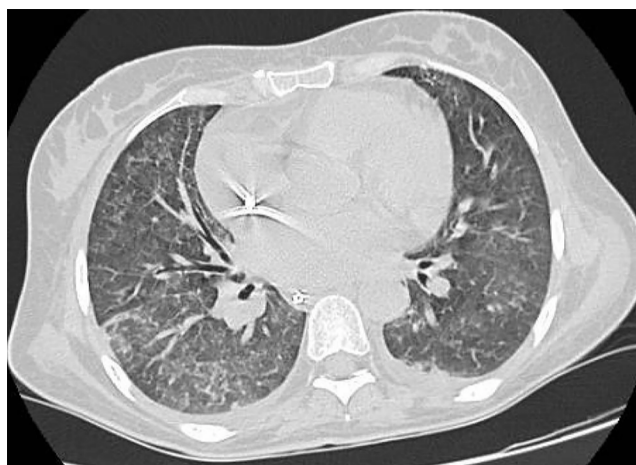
Tomografia de tórax com opacidades com atenuação em vidro fosco, espessamento intersticial interlobular e derrame pleural à esquerda.
